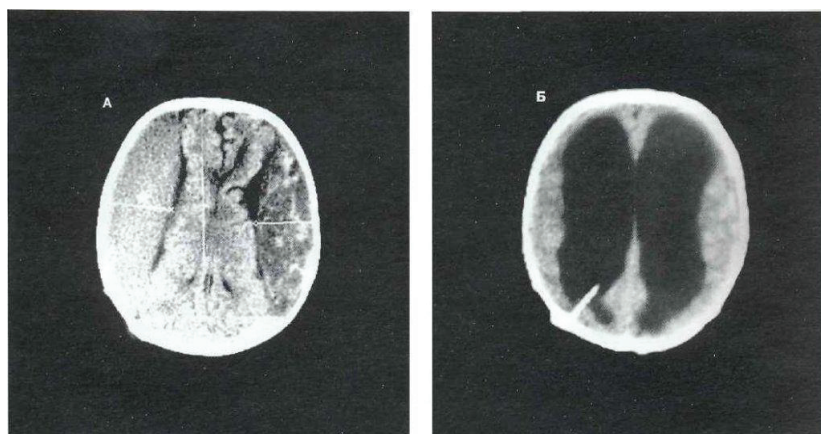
Двусторонняя субдуральная гематома у мальчика 4 лет. А – КТ до операции. Б – КТ после одномоментного чрезфрезевого эндоскопического удаления гематом
